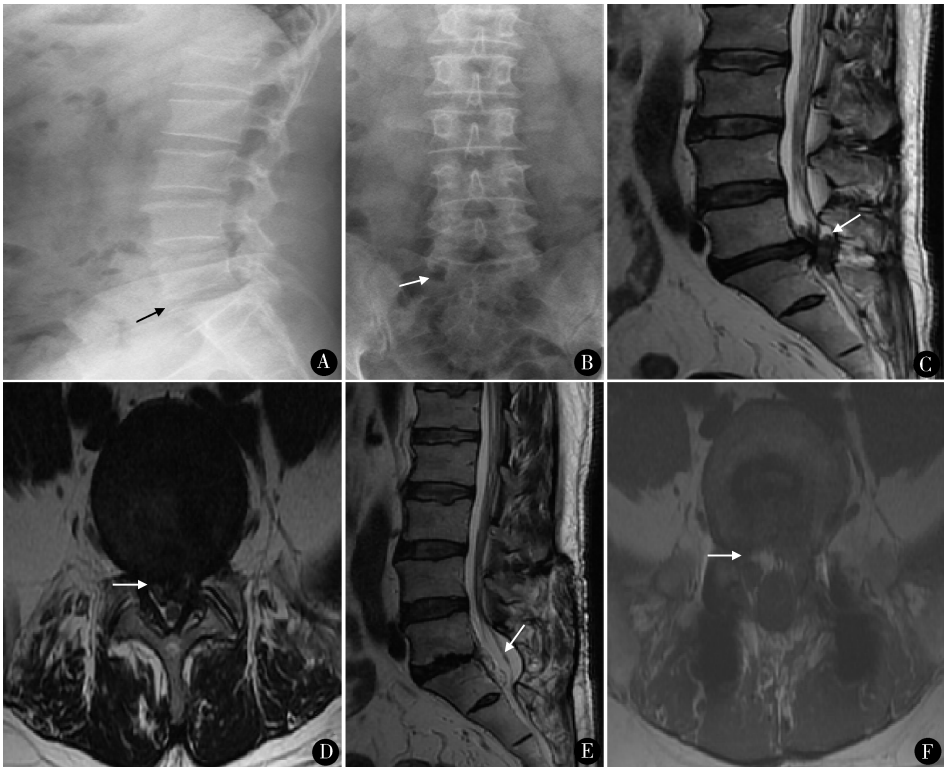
男,46 岁,L₅~S₁ 椎间盘突出,首次行 PELD 2.5 月后仍有腰痛及双下肢疼痛、麻木、无力。腰椎正位 X 线(A)与侧位 X 线(B)显示 L₅~S₁ 椎间隙高度降低;翻修手术前腰椎 MRI T2 加权矢状位(C)和轴位(D)显示 L₅~S₁ 椎间盘突出和椎管狭窄;翻修术后末次随访腰椎 MRI T2 加权矢状位(E)和轴位(F)显示椎管减压彻底,神经无明显压迫
